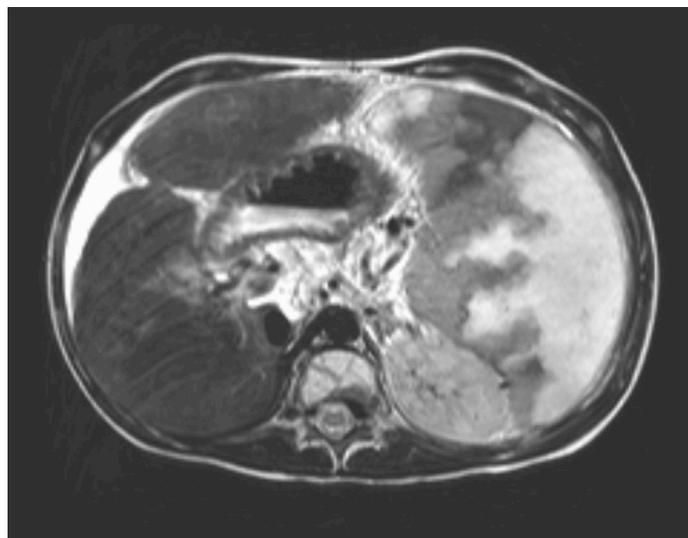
MRT des Abdomens, T2-gewichtet, in transversaler Schnittrichtung.
